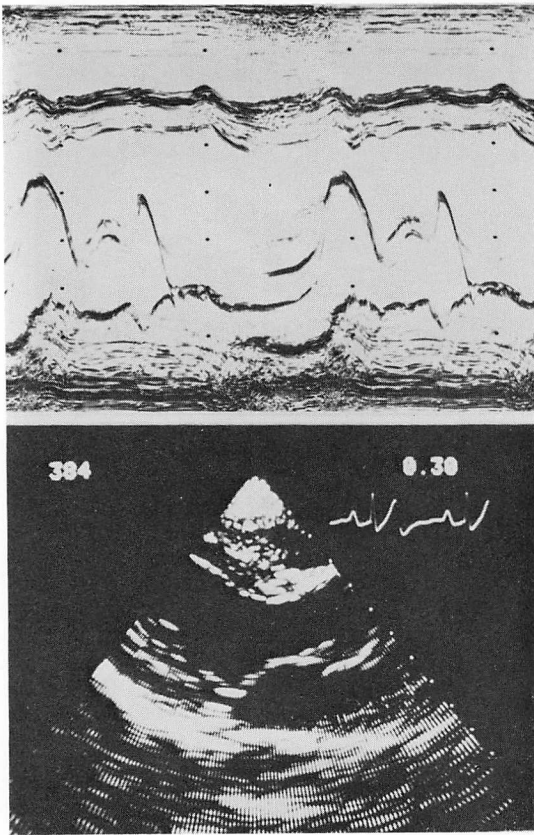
M-mode (upper panel) and cross-sectional (lower panel) echocardiograms of a normal mitral valve.
